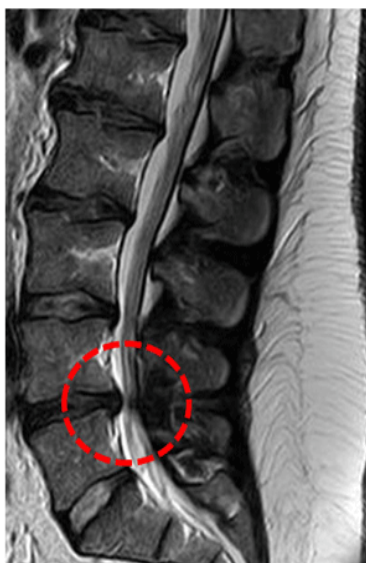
A. Resonancia magnética de la columna lumbar, vista lateral en T1. Se aprecia la disminución del diámetro del canal raquídeo a nivel L4-L5 (Estenosis del canal raquídeo).
